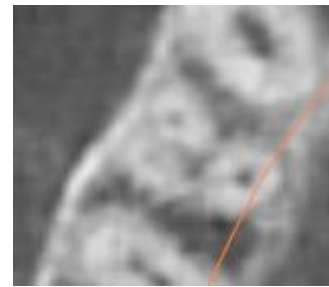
Corte axial tomografía CONE BEAM primer premolar superior 3 conductos.<sup>(12)</sup>
